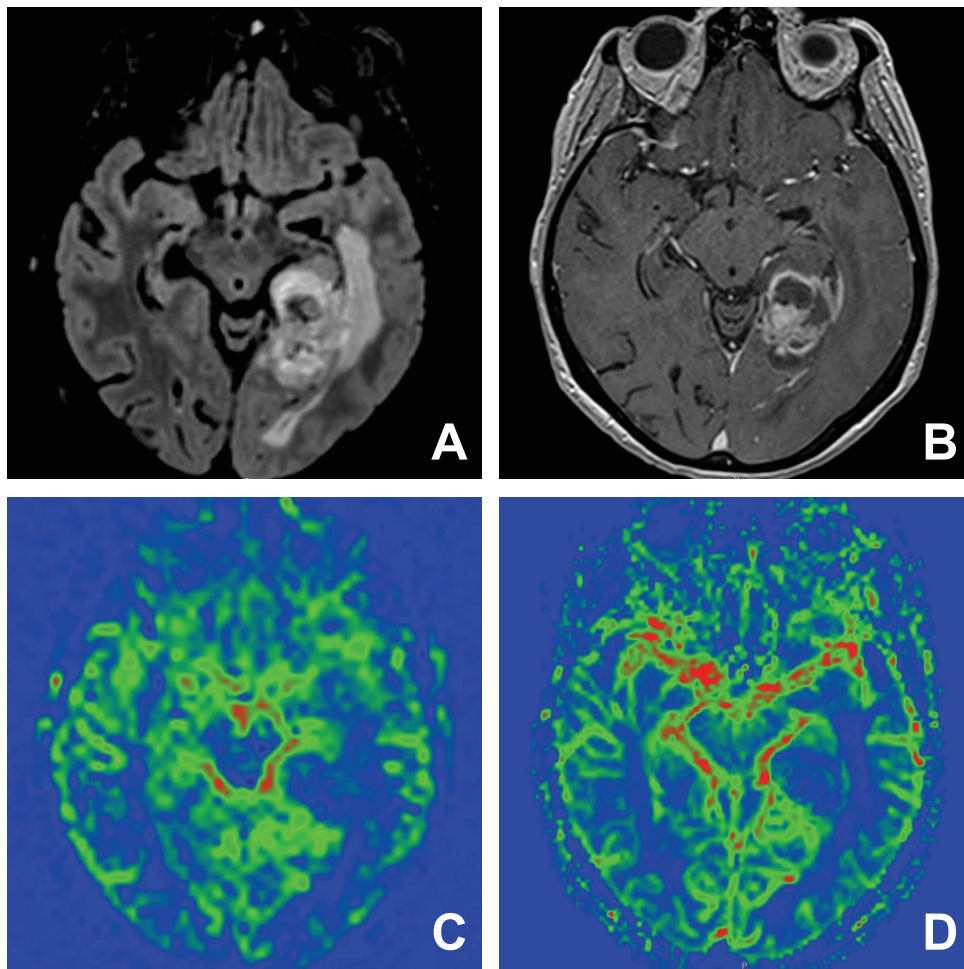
Exemple de grade 2. Patiente de 74 ans présentant un glioblastome. Les séquences conventionnelles FLAIR (A) et T1 après injection de gadolinium (B) montrent une lésion tumorale temporale interne gauche hétérogène avec nécrose centrale, prise de contraste annulaire, et œdème périphérique infiltrant. Les séquences de perfusion ASL (C) et T2* (D) montrent une néoangiogenèse limitée au sein de la prise de contraste.
